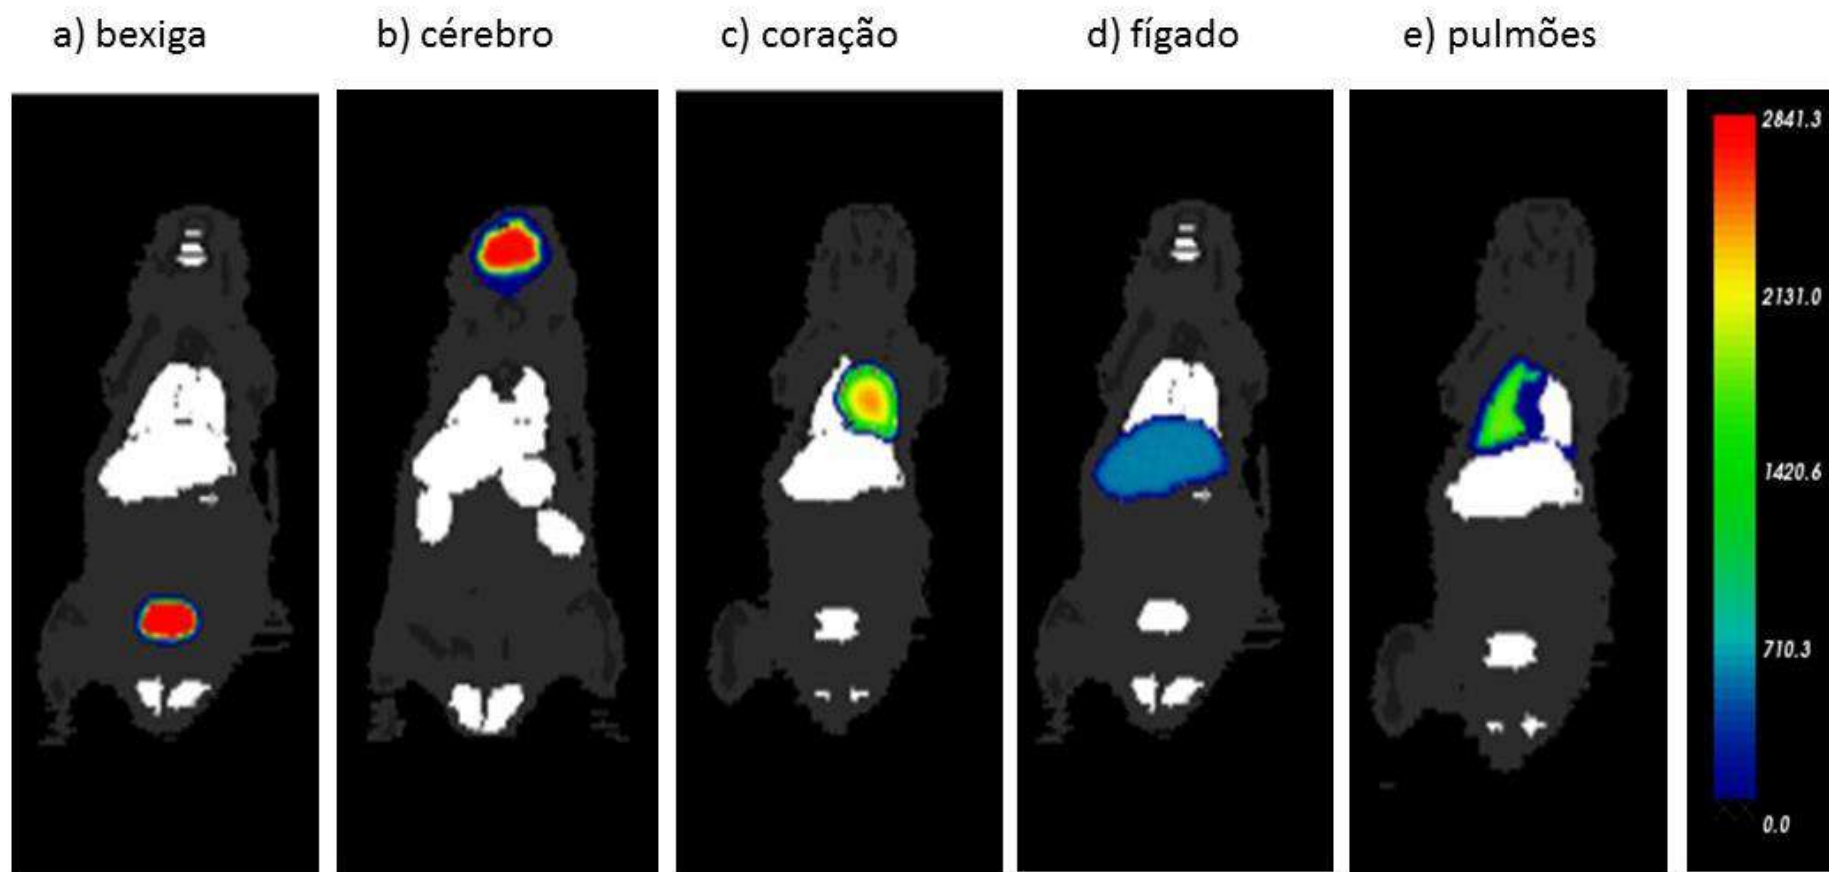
Mapas de distribuição de energia depositada no corte coronal para cada órgão-fonte do ^{18}F -FDG: a) bexiga; b) cérebro; c) coração; d) fígado; e e) pulmões.
